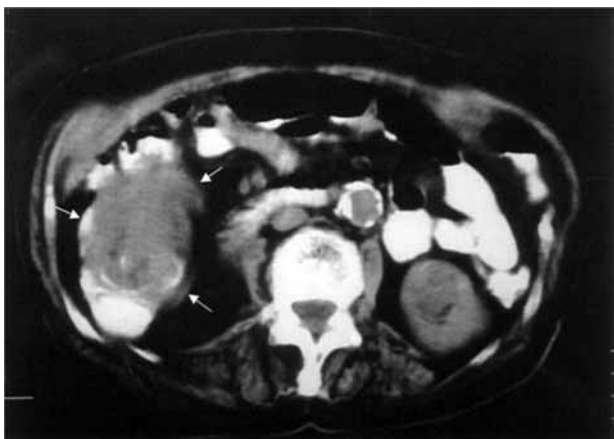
TC addominale: presenza di una massa a livello del cieco (frecche).
